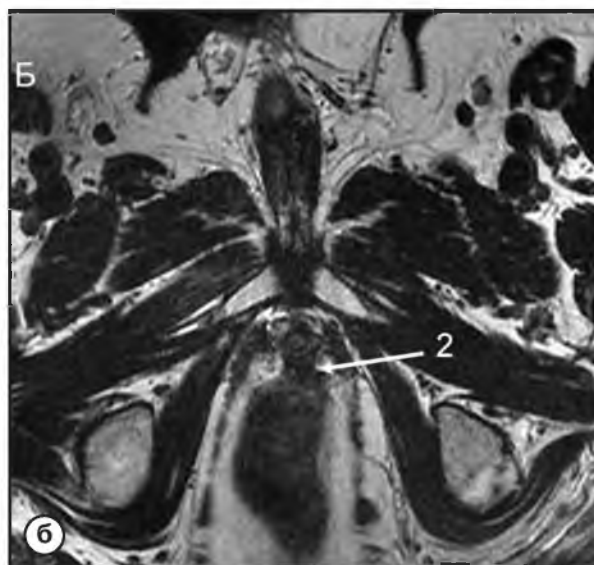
Сагиттальная T2-взвешенная томограмма (а) демонстрирует анатомию малого таза после радикальной простатэктомии. Визуализируется зона пузырно-уретрального анастомоза (1). На аксиальной T2-взвешенной томограмме (б) по заднему контуру пузырно-уретрального анастомоза определяется мягкотканый инфильтрат (2)
